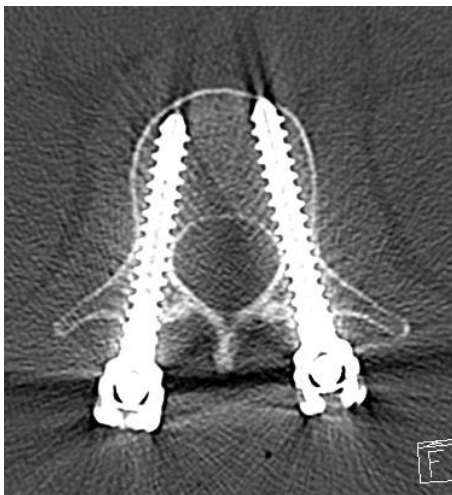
Axiale postoperative CT-Aufnahme mit korrekt verlaufenden Pedikelschrauben nach perkutaner Stabilisierung
